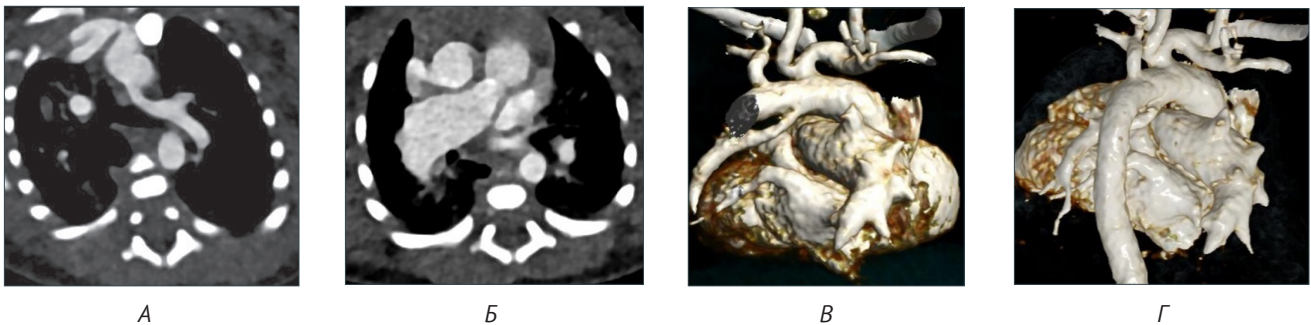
Комп'ютерна томографія легеневого русла: А – ліва гілка легеневої артерії, що заповнюється через «вертикальну» ВАП; Б – дилатована ПГЛА; В, Г – права та ліва гілки легеневої артерії в одній площині
